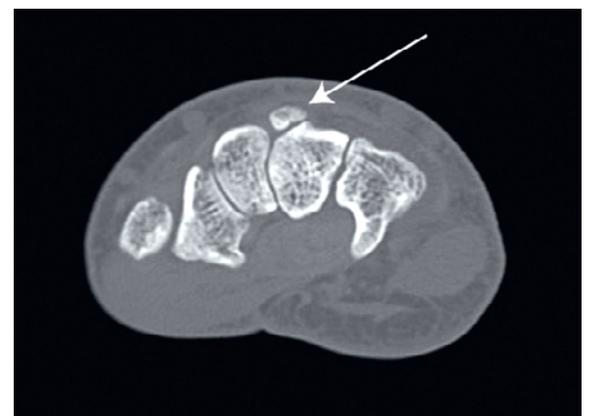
TDM de la main droite: (fig. 3–6), coupe transversale (cf. flèche).
